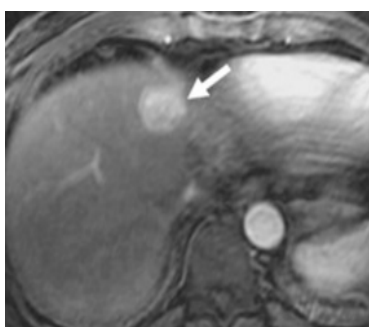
RMN cu contrast. Faza arterială
